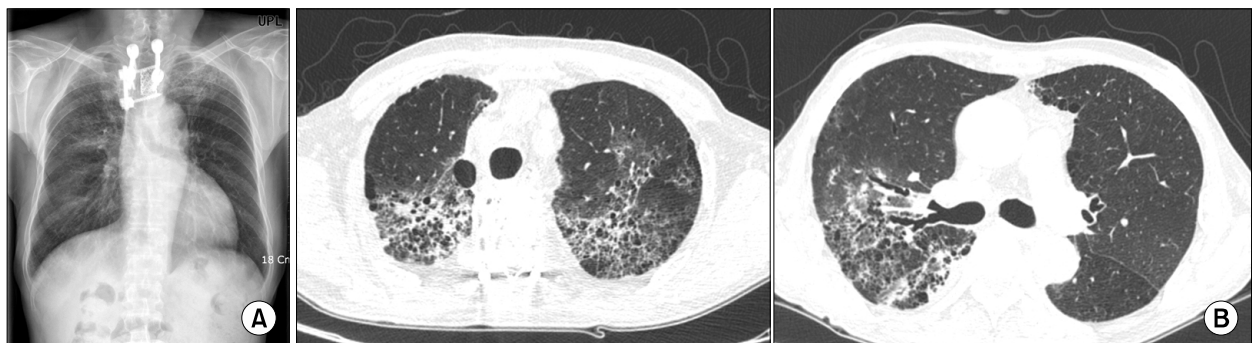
(A) Interstitial pneumonia extends to left upper lobe, compared with chest radiography at the presentation. (B) Chest CT shows newly developed diffuse interlobular septal thickening and ground glass attenuation with bronchiectasis in left upper lobe.
